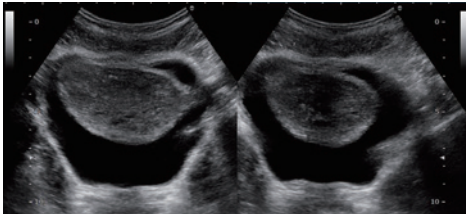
超音波画像による骨盤底筋群の収縮（左）と動きの評価（右）
